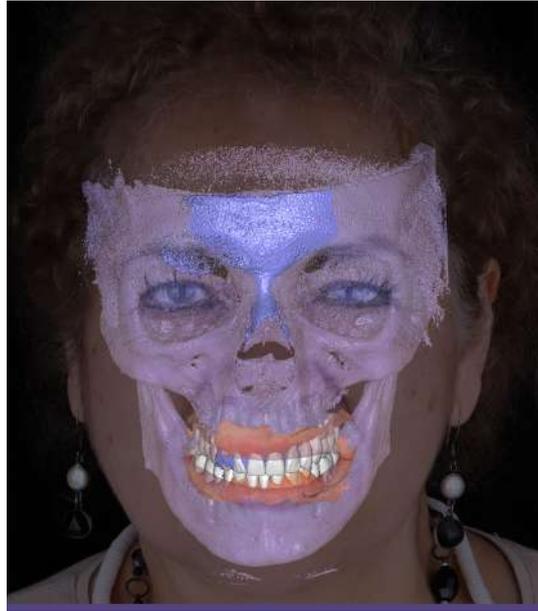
Unificación de fotografía extraoral, con encerado digital y tomografía y vistas laterales del encerado digital.
